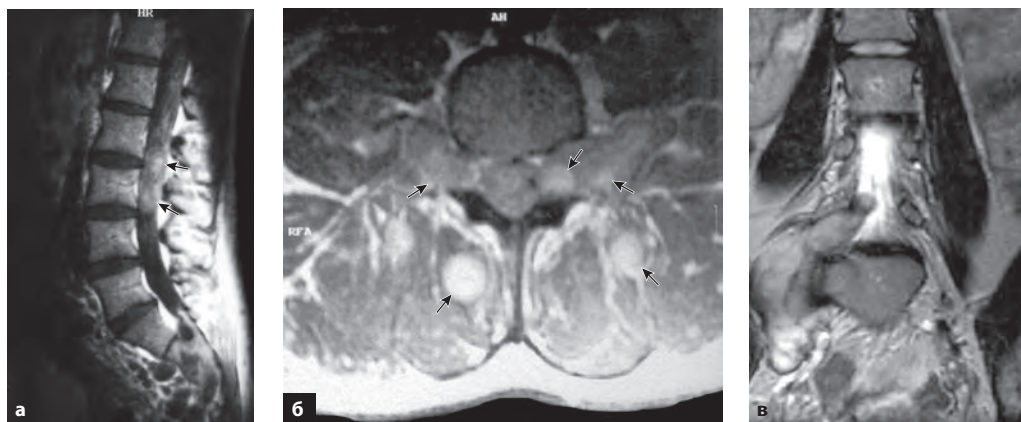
МРТ позвоночника. Нейрофиброматоз I типа. Множественные нейрофибромы (стрелки). а – T1 ВИ (сагиттальный срез); б – T1 ВИ с контрастированием (аксиальный срез); в – T2 ВИ (корональный срез).
